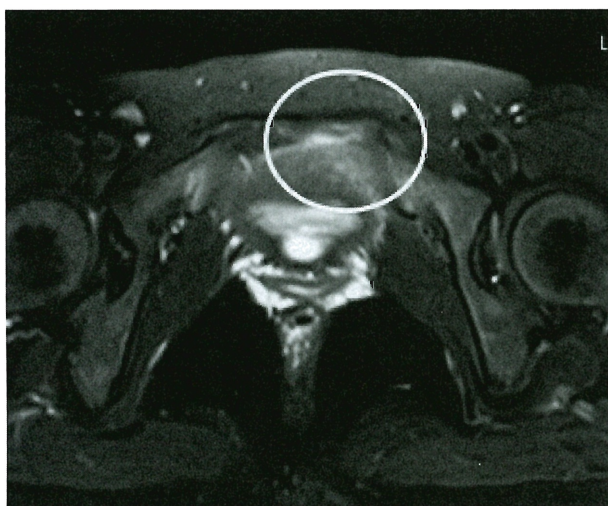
Pelvic short TI inversion recovery (STIR) magnetic resonance imaging (MRI) findings.
